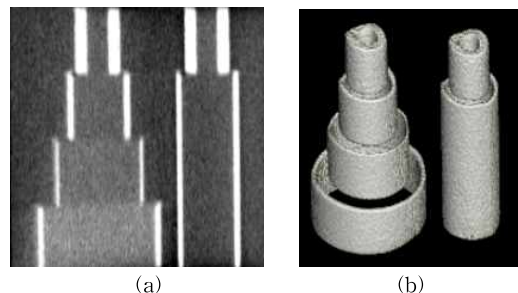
CT image the phantom (a) slice image (b) re-constructed 3D image.
